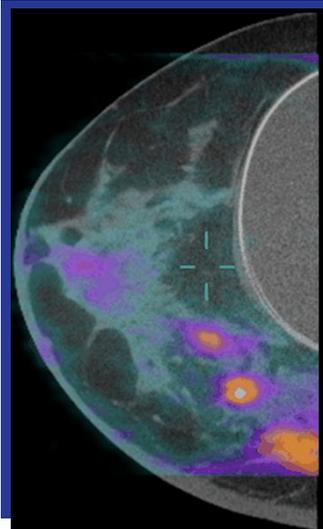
Imagen de seno generada con PET/TC de seno dedicada (Tomografía por Emisión de Positrones combinada con TC). Naranja y morado representan las áreas de aumento de actividad metabólica que indica la presencia de un tumor.
